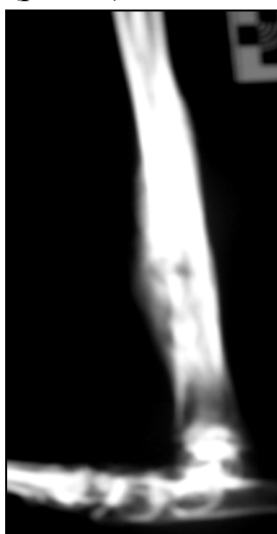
Рентгеновский снимок большеберцовой кости кролика контрольной группы
